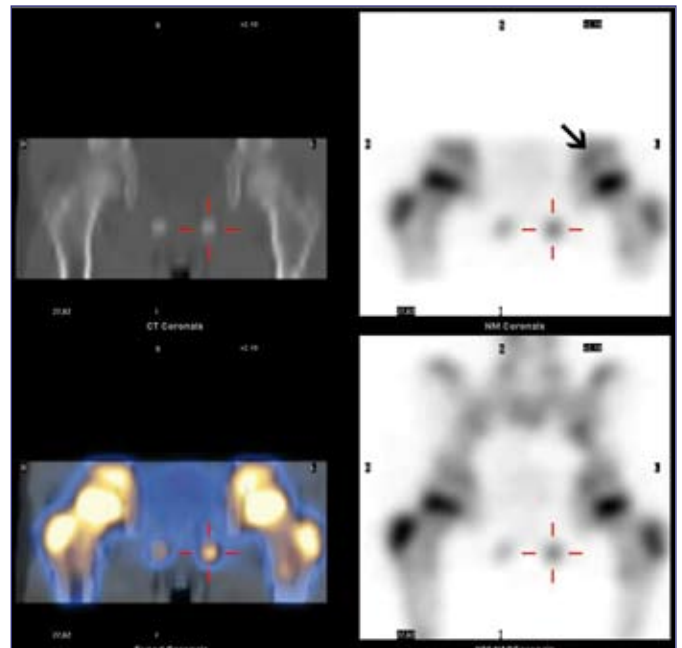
Fused coronal SPECT/CT images of the pubic region with moderate uptake at the left IPS, and some local swelling with sclerosis on CT (marked). The uptake at the left IPS is slightly lower compared to the ipsilateral triradiate cartilage (arrow).
